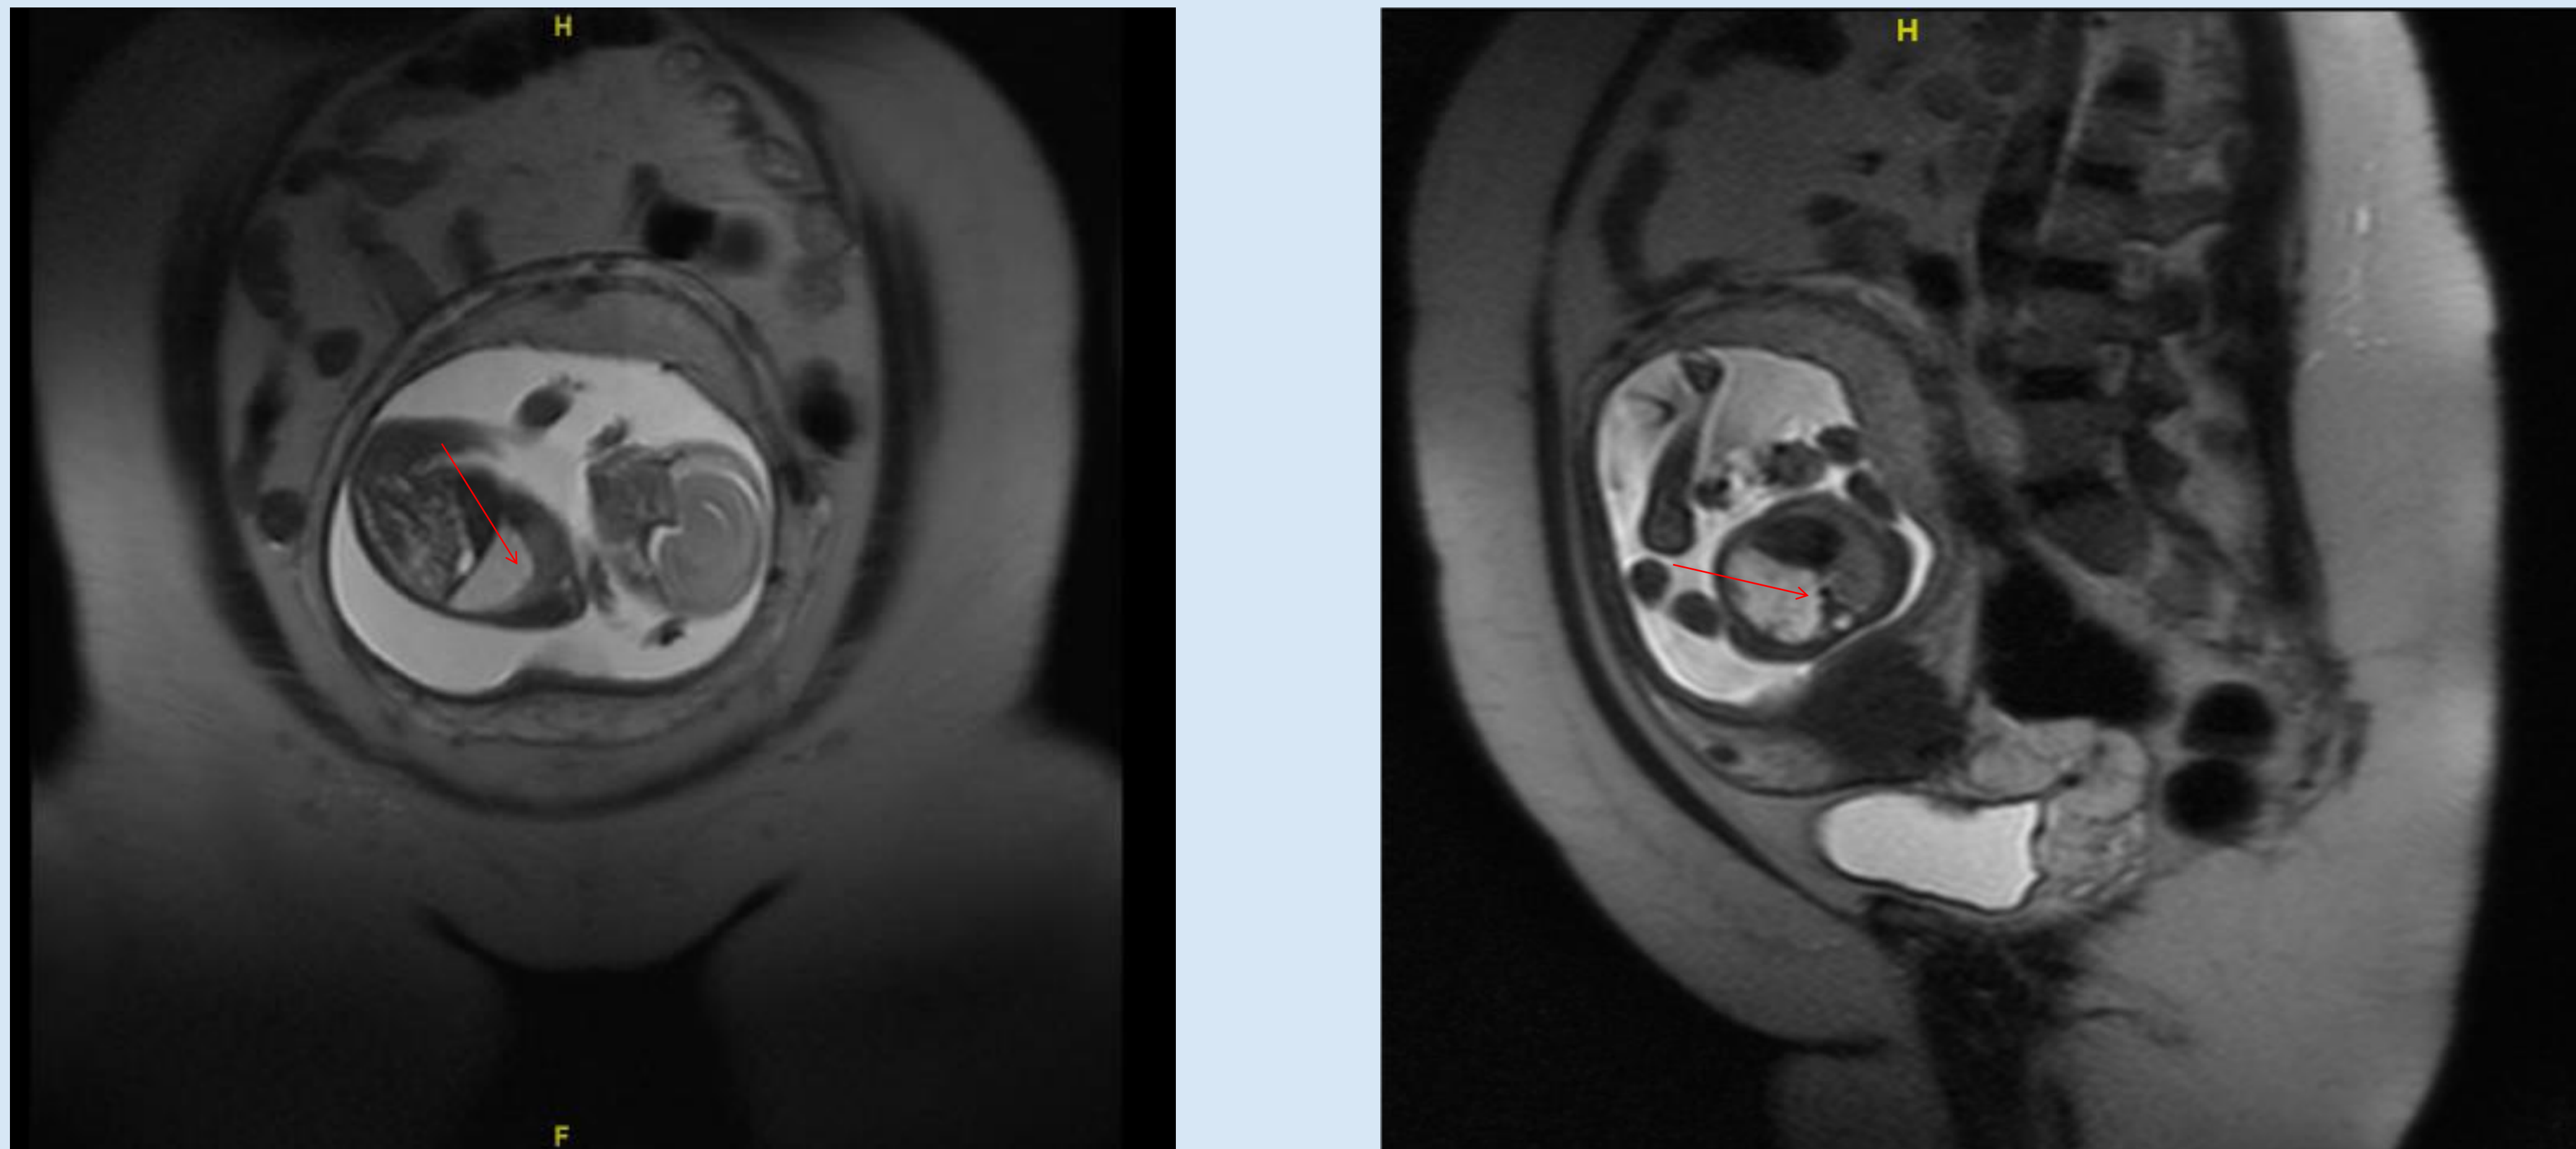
RMN fetal corte sagital y transversal. Hiperintensidad en pulmón izquierdo compatible con MCVAP.
